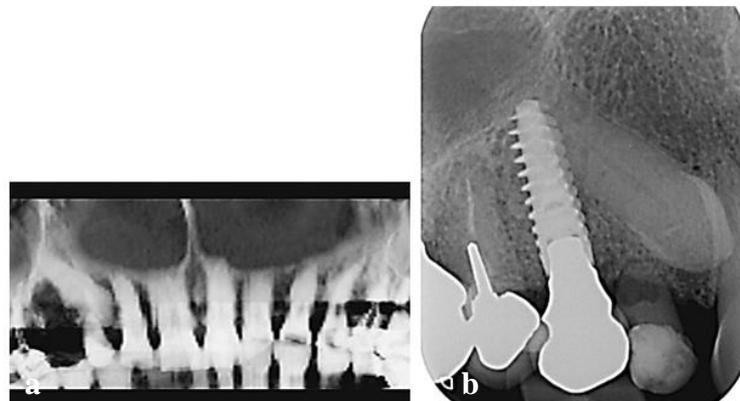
cas numéro 4 a. radiographie préopératoire avec la 13 incluse et la 14 absente ; b. radiographie rétro-alvéolaire avec l'implant intégré lors du contrôle à 3 ans (36).
